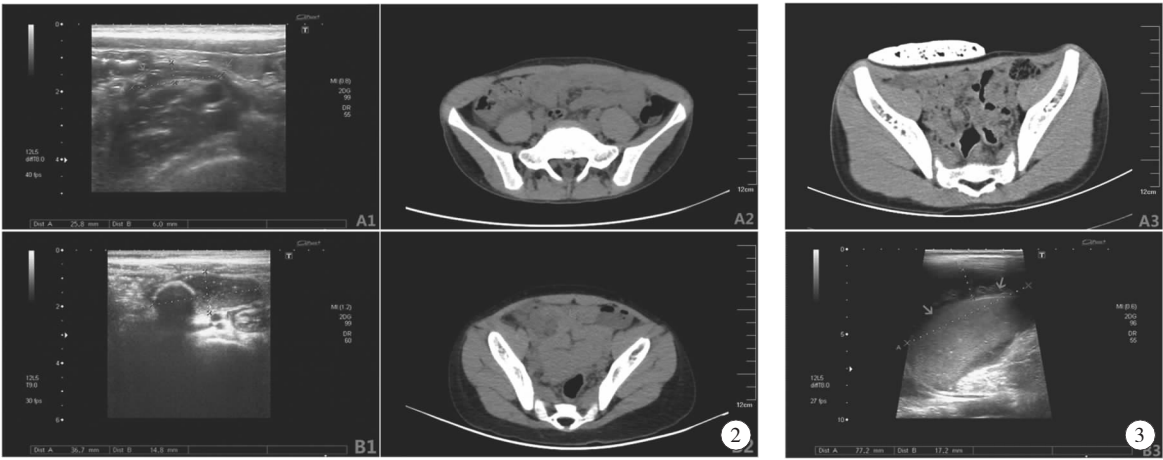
入院时 A 组(A1 - A2)与 B 组(B1 - B2)典型超声及 CT 影像;A1. 右下腹及阑尾超声提示:右下腹部见 2.6×0.6 cm 包块; A2. 上腹下腹盆腔 CT 平扫提示:右下腹可见包块,约 2.8×0.8 cm,阑尾周围可见渗出; B1. 右下腹及阑尾超声提示:右下腹可见 3.7×1.4 cm 包块; B2. 上腹下腹盆腔 CT 平扫提示:右下腹部见稍低密度包块,约 3.6×1.8 cm,阑尾增粗; 图 3 治疗后 A 组(A3)与 B 组(B3)复查典型超声及 CT 影像; A3. 非手术治疗 3 日上腹下腹盆腔 CT 平扫提示:右下腹包块较前减小,阑尾周围渗出较前吸收; B3. 术后 3 日腹腔三维超声提示:脾周可见 7.7×2.7×1.7 cm 囊性包块,考虑包裹性积液
